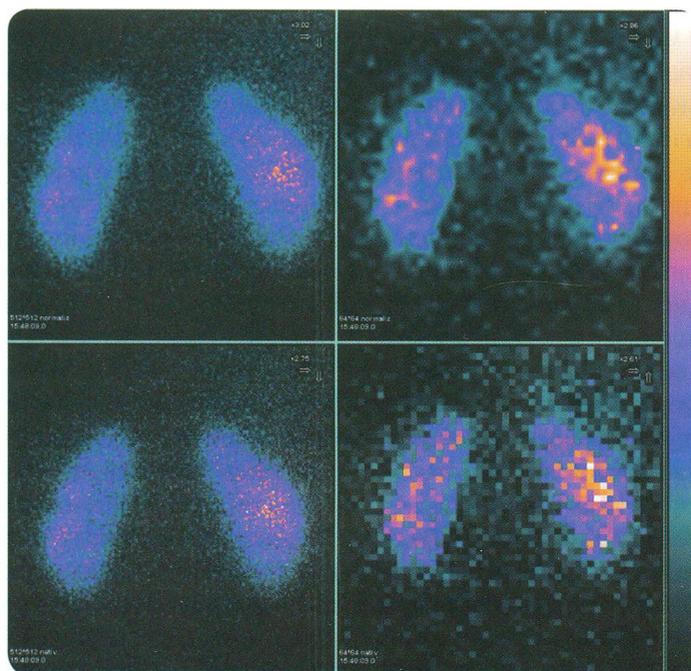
Статические сцинтиграммы почек (левый и правый столбец). Верхний ряд — сглаженные изображения (то, что дается в протоколе); нижний — нативное изображение
